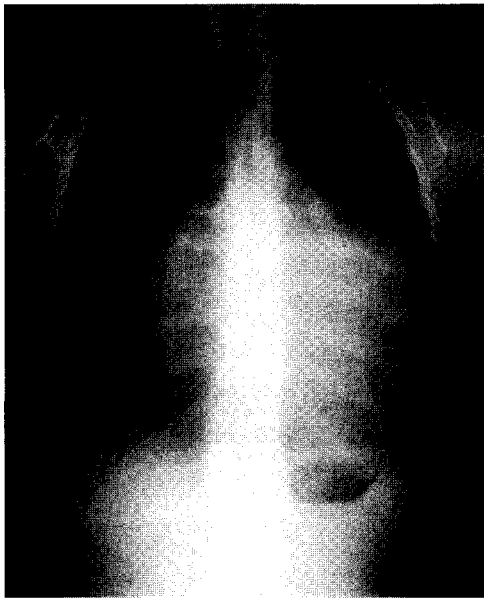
Preoperative chest X-ray. It shows a severely enlarged cardiac silhouette with a prominent right heart border.
